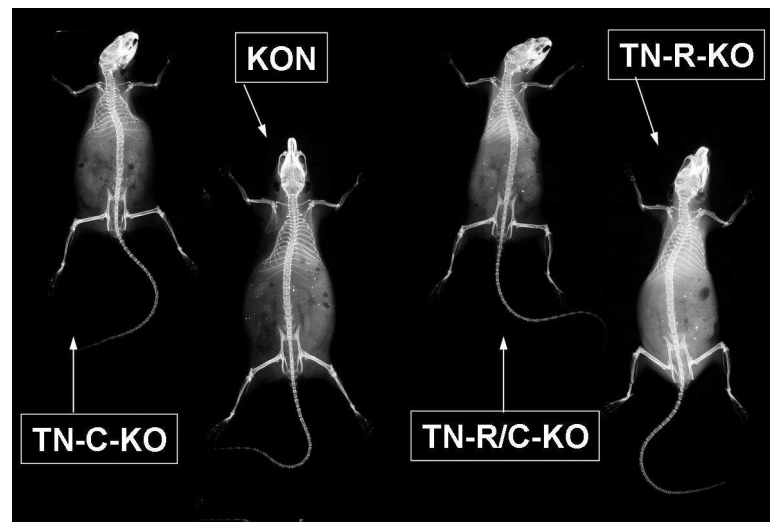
Ganzkörperkontaktradiographie einer Kontrollmaus (KON), TN-C-, TN-C/R-, TN-R-defizienten Maus
